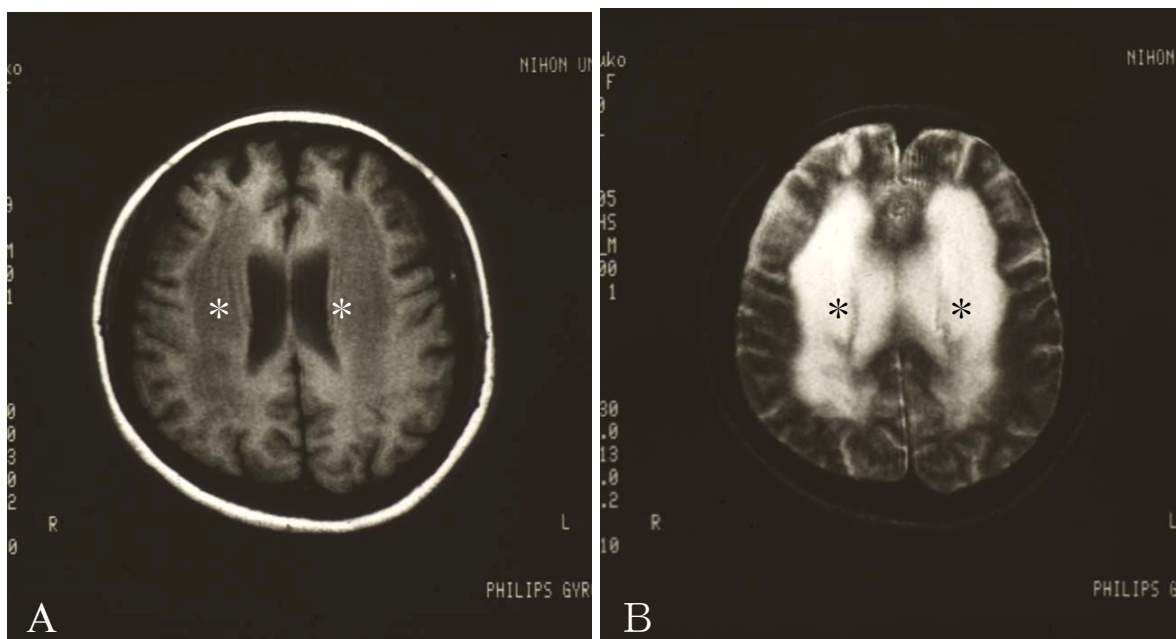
図 1 とは別のカルモフル脳症例の極期の MRI 画像
